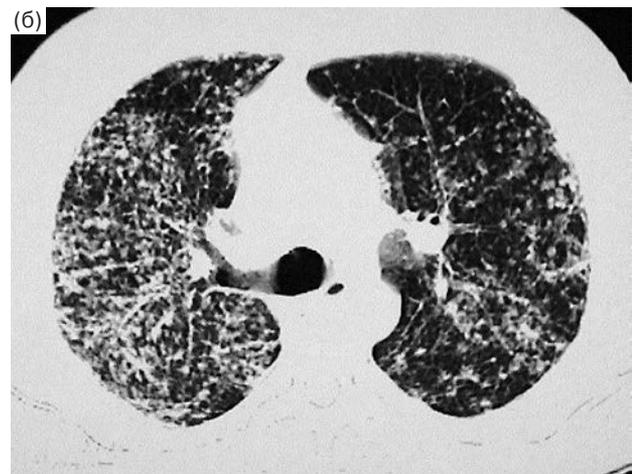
Рентгенограмма (а) и КТ (б) больного саркоидозом легких (III стадия).
